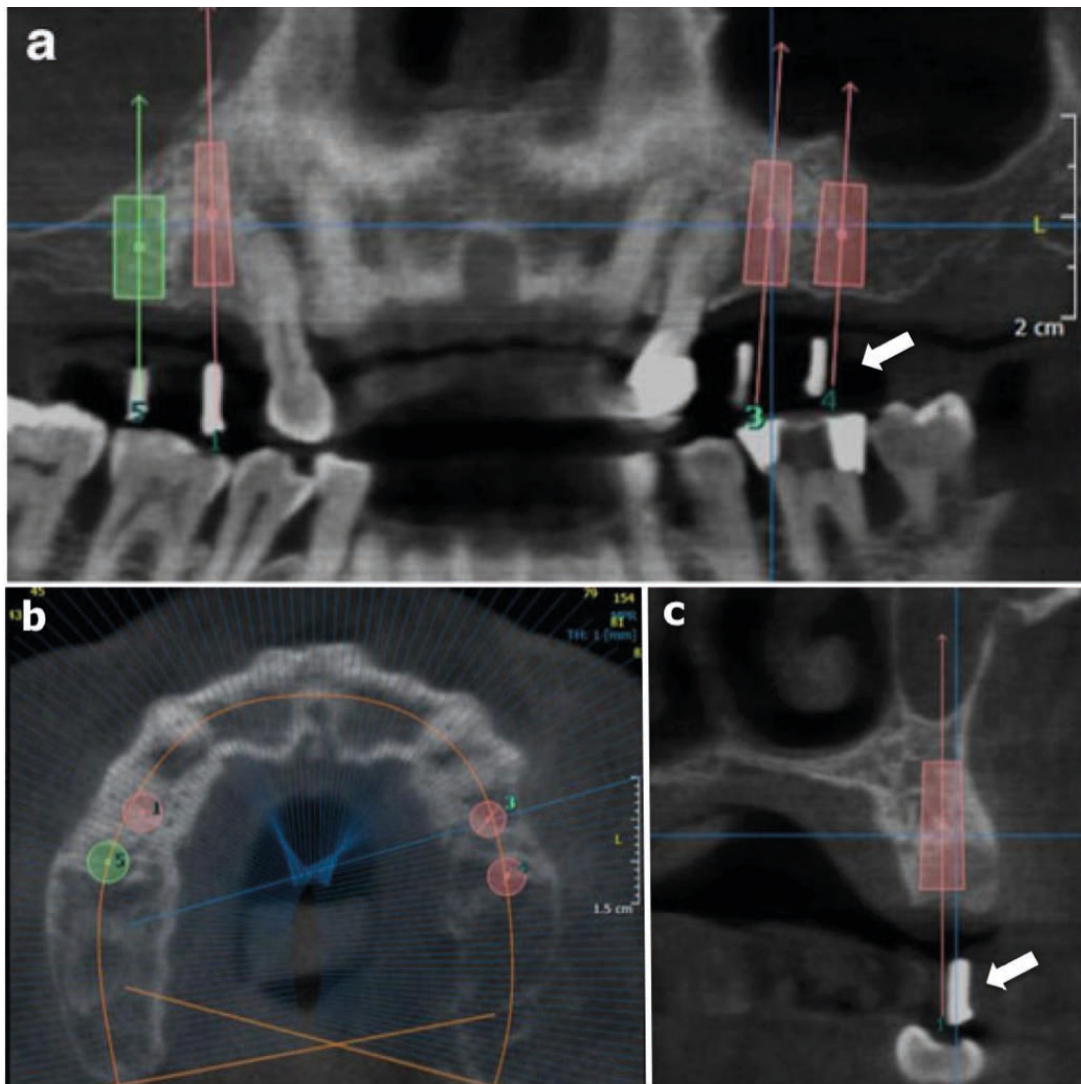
Immagini CBCT acquisite per la pianificazione pre-implantologica: l'acquisizione è stata eseguita in presenza di protesi con reperi radiopachi (freccette) per individuare la posizione esatta dei futuri impianti dentari: (a) ricostruzione panoramica ottenuta tracciando la linea arancione sulle immagini assiali (b); (c) Ricostruzioni coronali lungo la porzione sinistra dell'osso mascellare. (Vandenberghe B et al. Eur Radiol 2010; 20:2637-2655).
